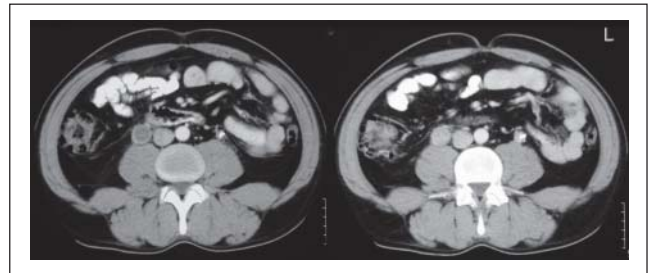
Kontrastmittel-CT: Aufweitung des rechten Ureters und streifige Infiltration des periureteralen Fettgewebes bei Ureterkarzinom. Zusätzlich verdickte Ureterwandung und DJ-Katheter bei Ureterkarzinom links; gleicher Patient wie in Abb. 1.
